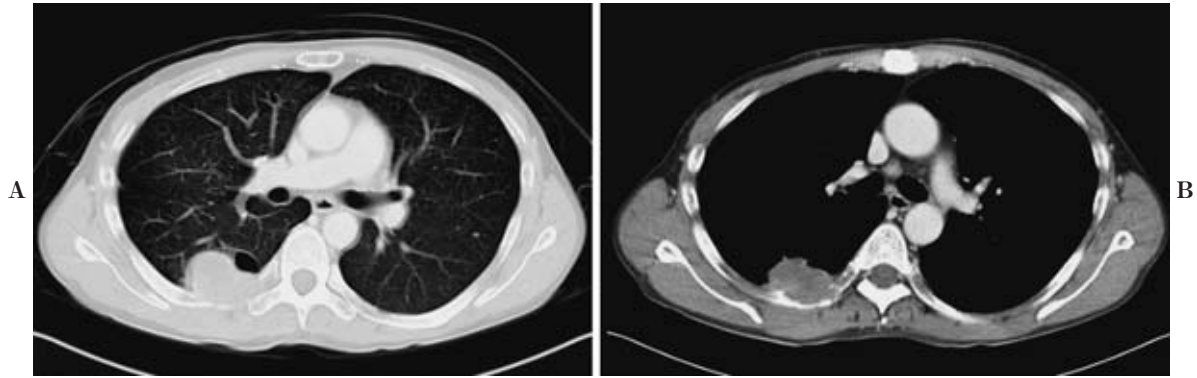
(A) Chest CT showing a well-defined mass beside an emphysematous bulla. (B) An osteolytic lesion of the 7th rib was observed.
